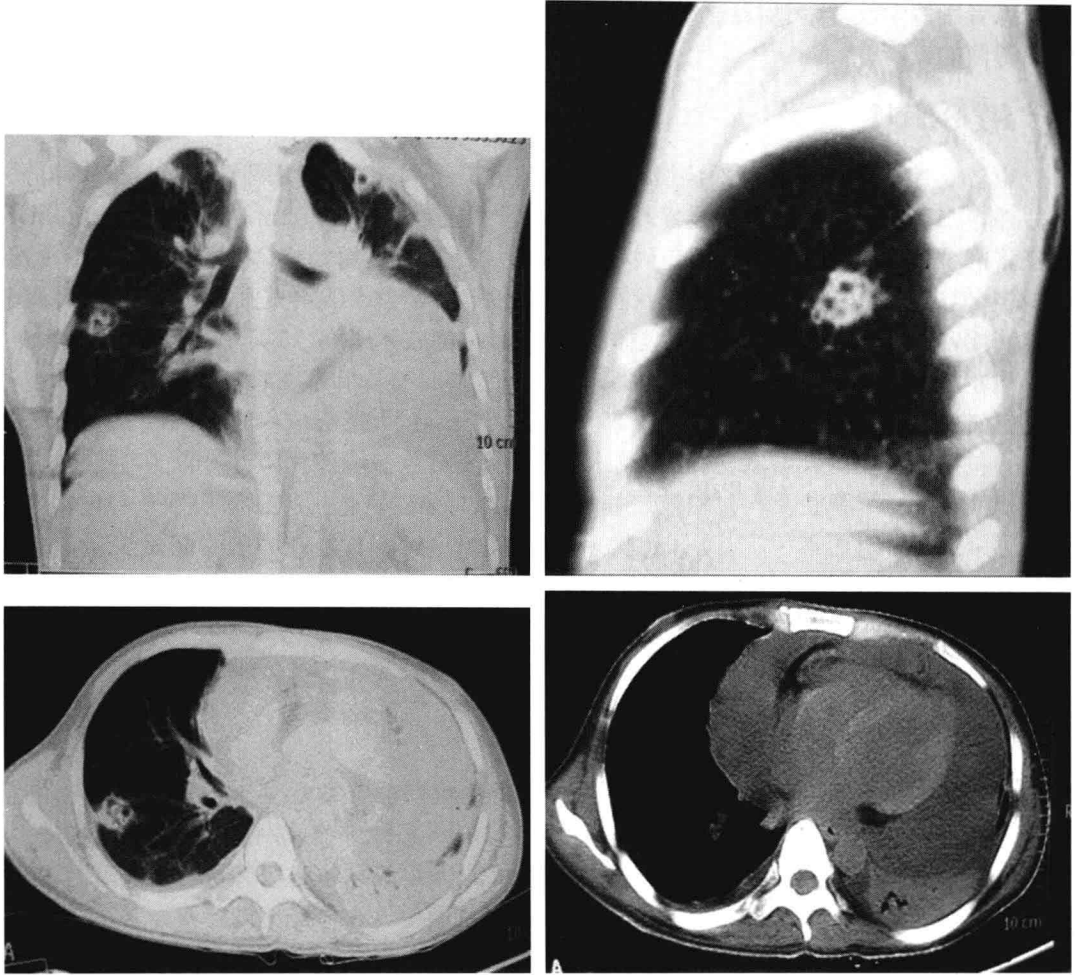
胸部 CT 显示肺部块状影较前缩小,块状影内见新月征、左侧胸腔积液及心包大量积液
